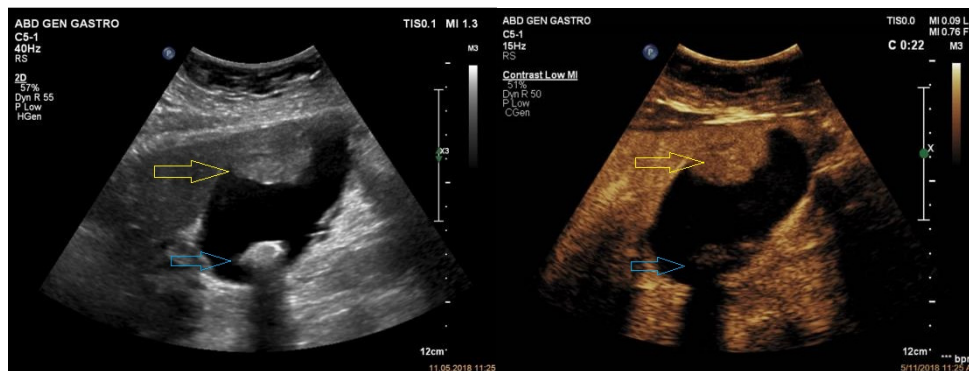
Tumoră de vezică biliară și litiază biliară. Ecografie standard (stg) și CEUS (dr) pentru examinarea formațiunii hiperecogene (săgeta galbenă) situată la nivelul peretelui vezicii biliare. Formațiunea captează contrastul ecografic în faza arterială, spre deosebire de calcul (săgeată albastră), situat decliv, care nu este captant.
